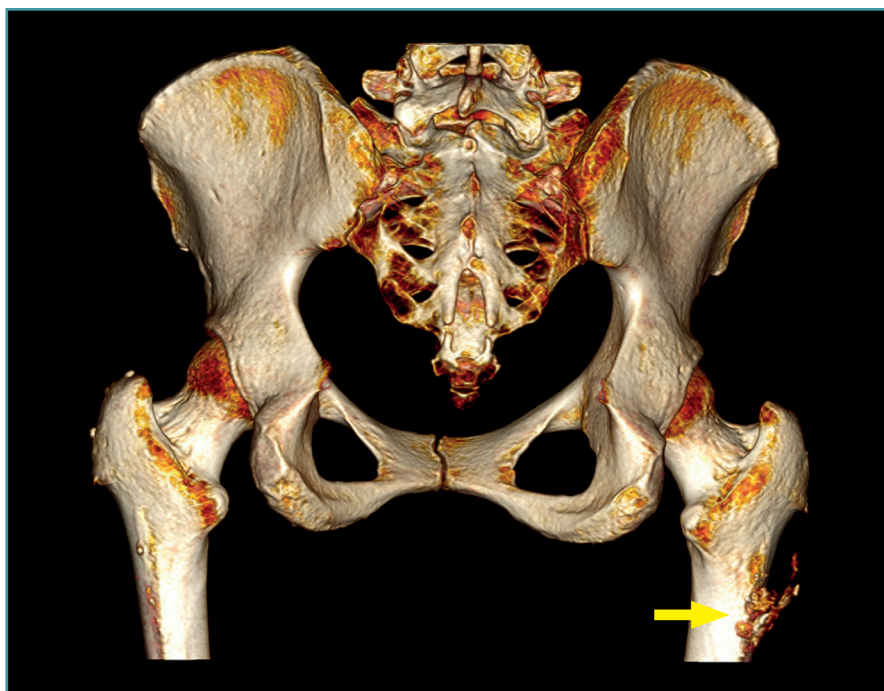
Cadera derecha. Visión posteroanterior de tomografía computarizada 3D que muestra una tendinosis calcificante afectando a la prolongación aponeurótica del glúteo mayor en proximidad a su inserción en la región superior de la línea áspera del fémur (flecha).
